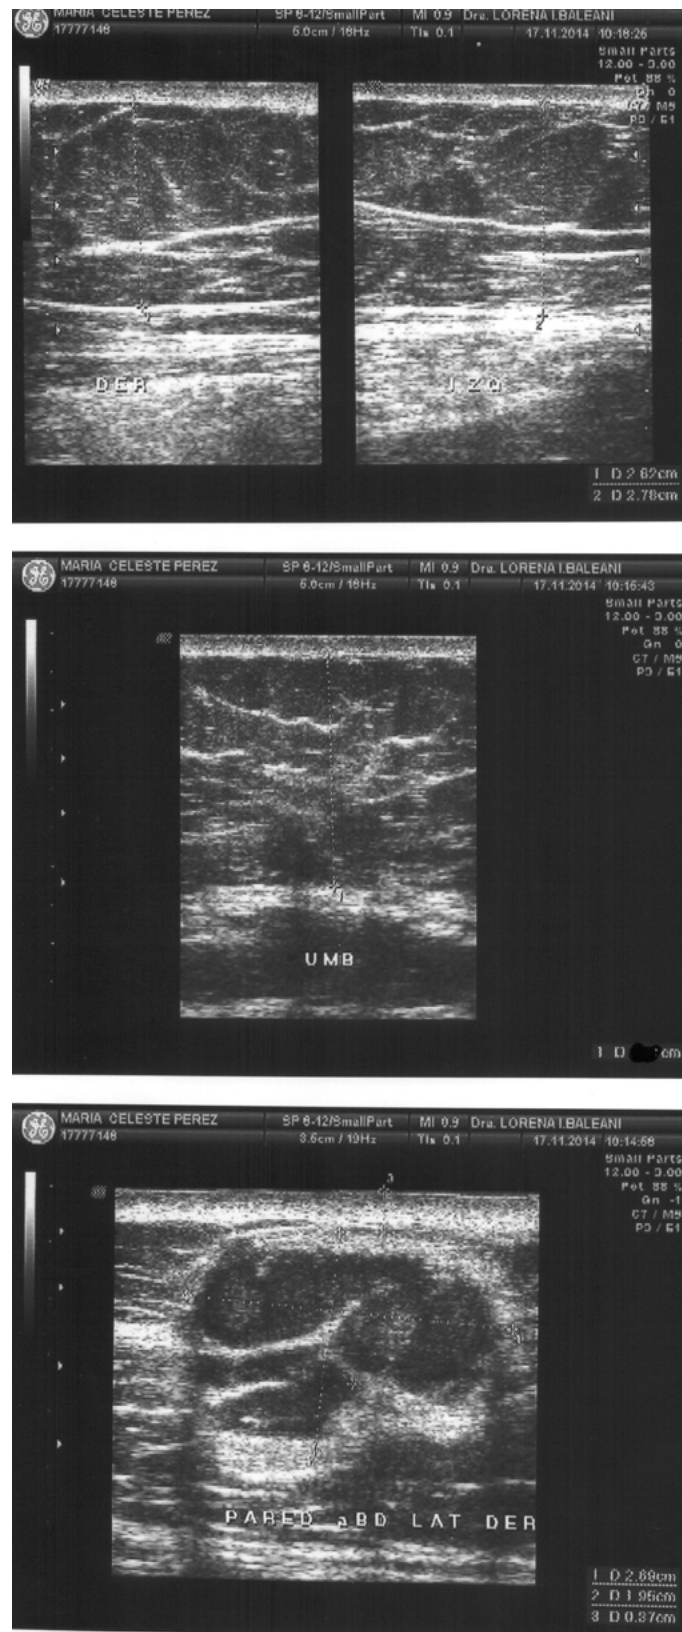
Imagens da ultrassonografia realizada. Visualizadas na imagem a presença de fibroses.
